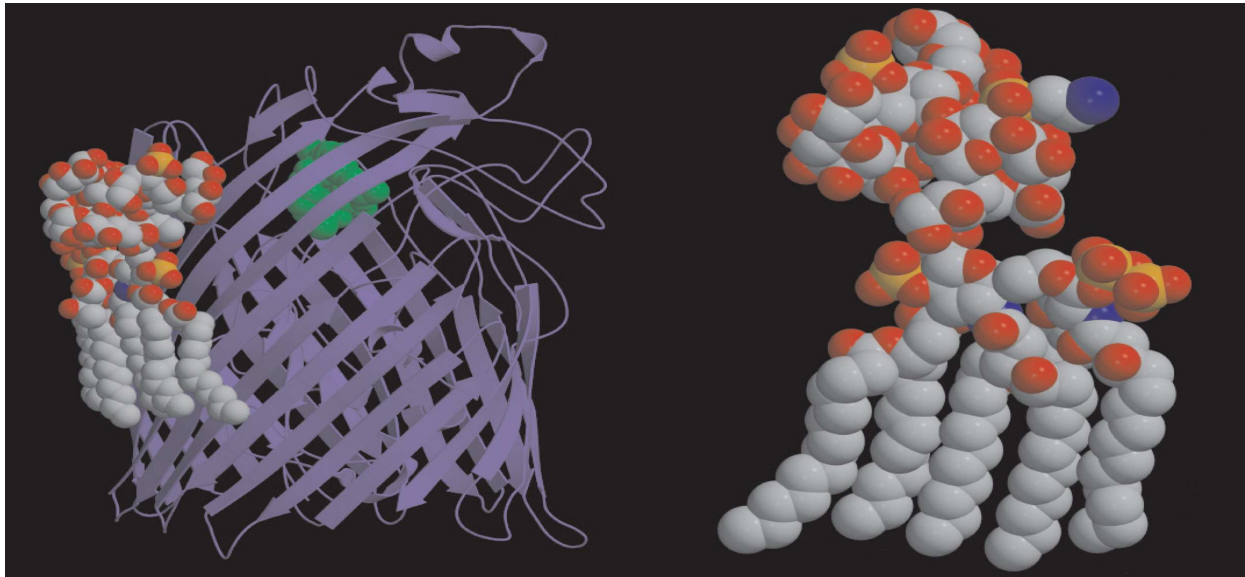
Röntgenkristallographie von LPS aus E.coli.
